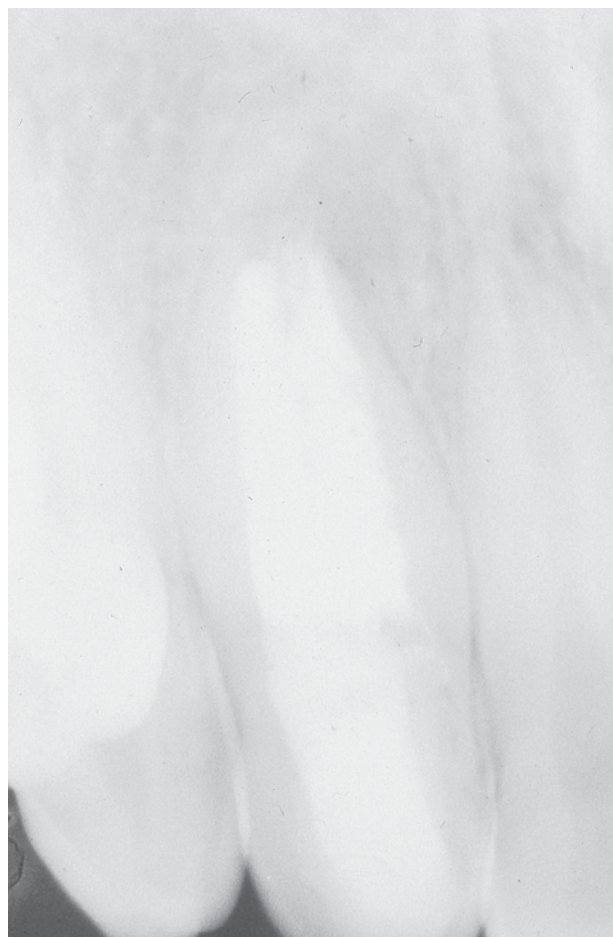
RX control al año. Imagen de restauración tejidos periapicales.
